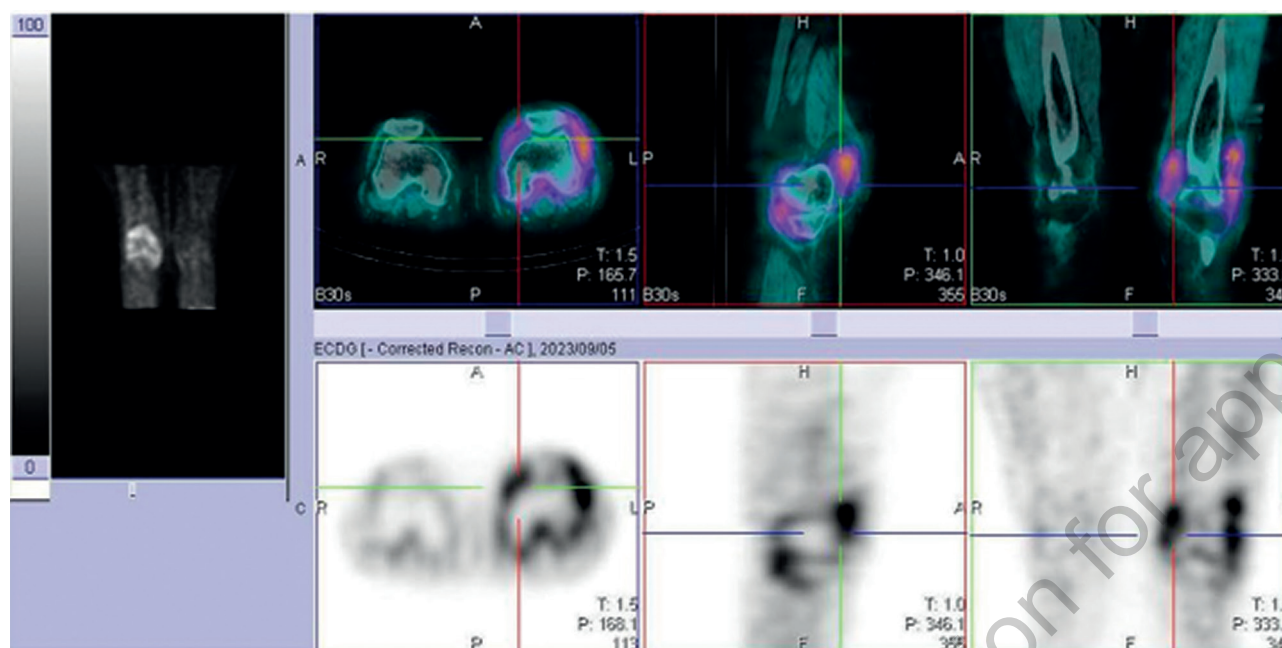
Компьютерные томограммы коленного сустава с односторонним вторичным остеоартритом при ревматоидном артрите, полученные с использованием радиофармпрепарата ^{99}Tc -глюкозамина (пациент в возрасте 51 год). Показано нормальное физиологическое поглощение радиофармпрепарата в правом коленном суставе и усиленное – в левом коленном суставе, пораженном ревматоидным артритом [15]
